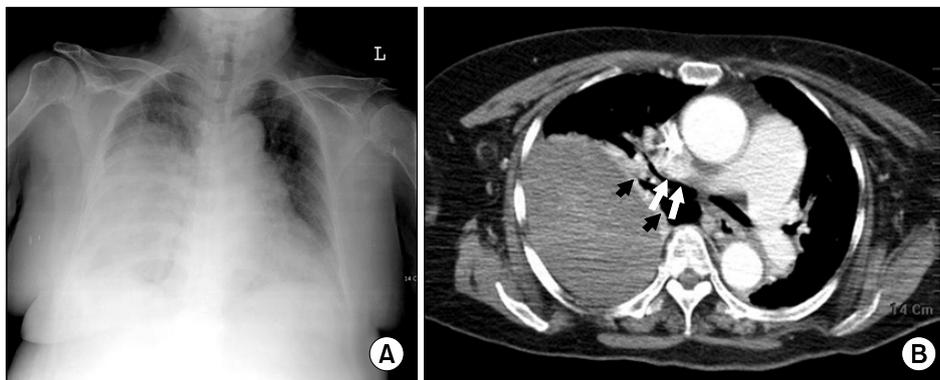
(A) Chest radiograph on admission shows mass shadows occupying middle and lower zone of right hemithorax. (B) Chest CT on admission shows a well-defined homogenous mass in the right thoracic cavity with partial atelectasis (black arrow) and anterior displacement of hilar structures (white arrow).
